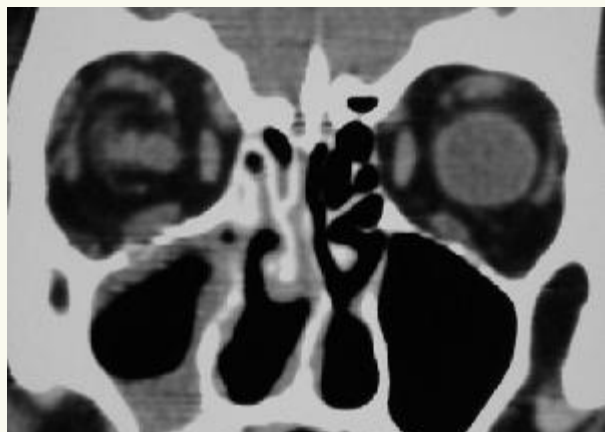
Case 1. Computerized tomographic scan showing an inflammatory invasion of the right maxillary sinus.
